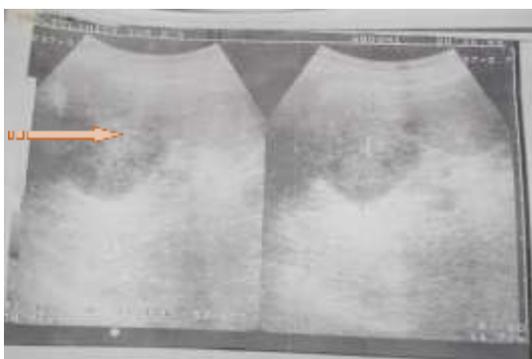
Imagen del ultrasonido abdominal donde se muestra el bazo con una imagen nodular en su interior.
